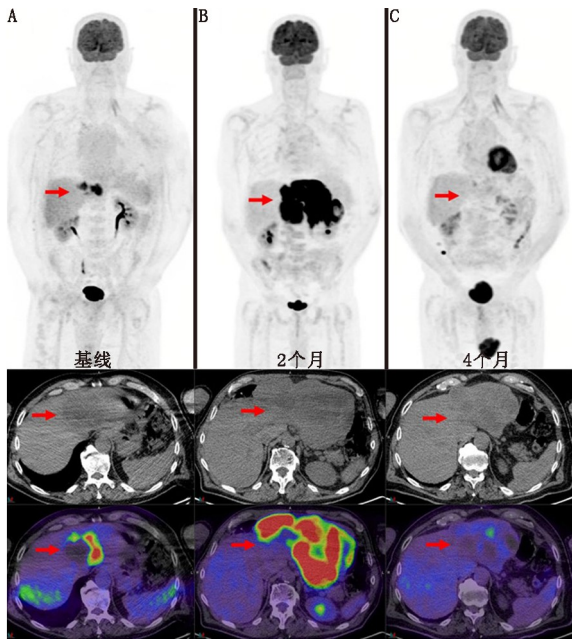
超进展与假进展。基线时的转移性黑色素瘤患者(A, 箭头示)在伊匹单抗(简称单抗)和纳武单抗联合治疗 2 个月, 肝转移明显进展(B, 箭头示); 由于患者临床情况良好, 继续免疫治疗, 4 个月后再进一步随访时, 肝脏病变明显改善(C, 箭头示)。针对 CD8⁺ T 细胞的免疫 PET, 如 2'-脱氧-2'-¹⁸F-氟代-9-β-D-阿糖呋喃鸟嘌呤(¹⁸F-Ara-G)/颗粒酶 B, 可能有助于区分疑难病例中假进展与超进展
